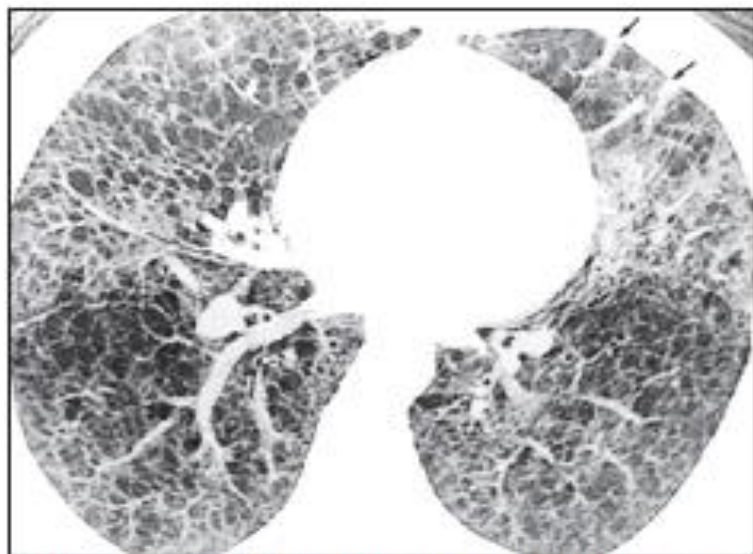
КТ высокого разрешения 44-летней женщины с LAM. Слева в верхней доле утолщения междольковых перегородок (указано стрелками)
